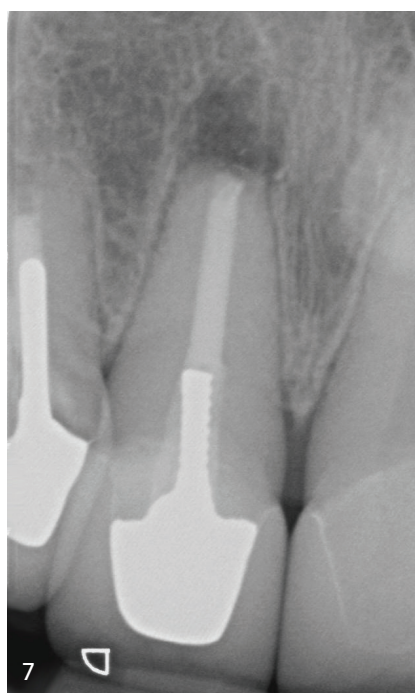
Wundverschluss mit 6-0 Nahtmaterial (Seralene). – Abb. 7: Postoperative Röntgenkontrolle mit homogener retrograder Füllung.
